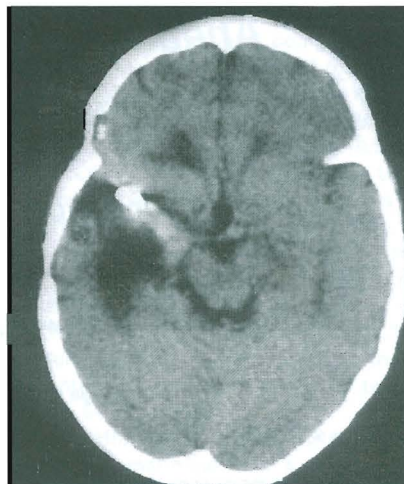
Tomografia computadorizada pós-operatória demonstrando a remoção da lesão, bem como a resolução da compressão sobre o tronco cerebral.
